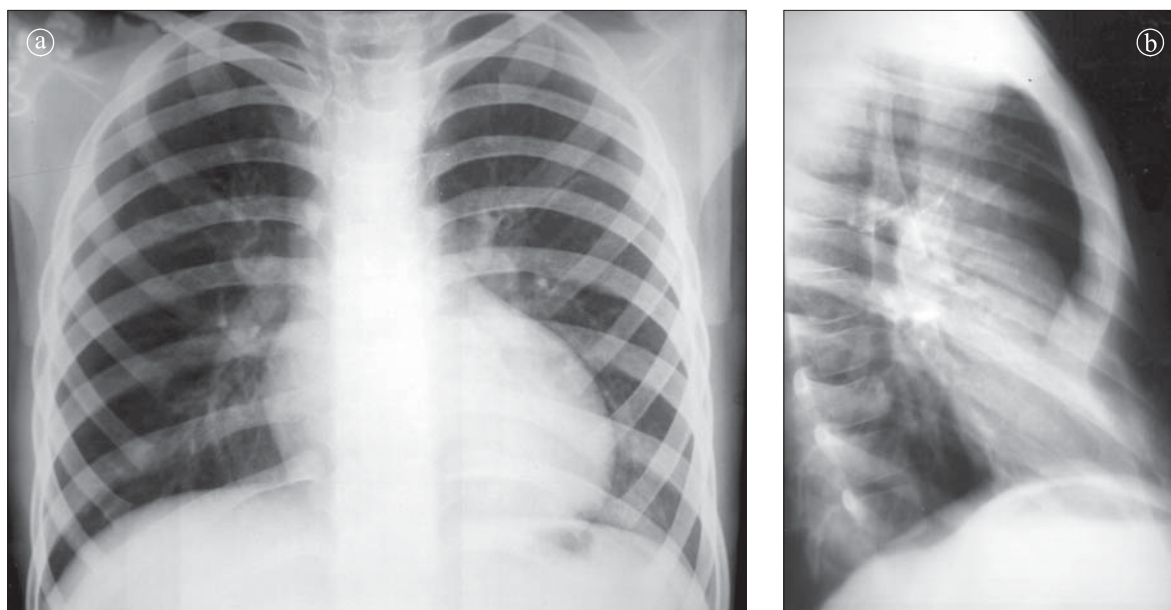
Pectus excavatum. Radiografie toracică: a) în incidență PA, b) în incidență LL drept.
